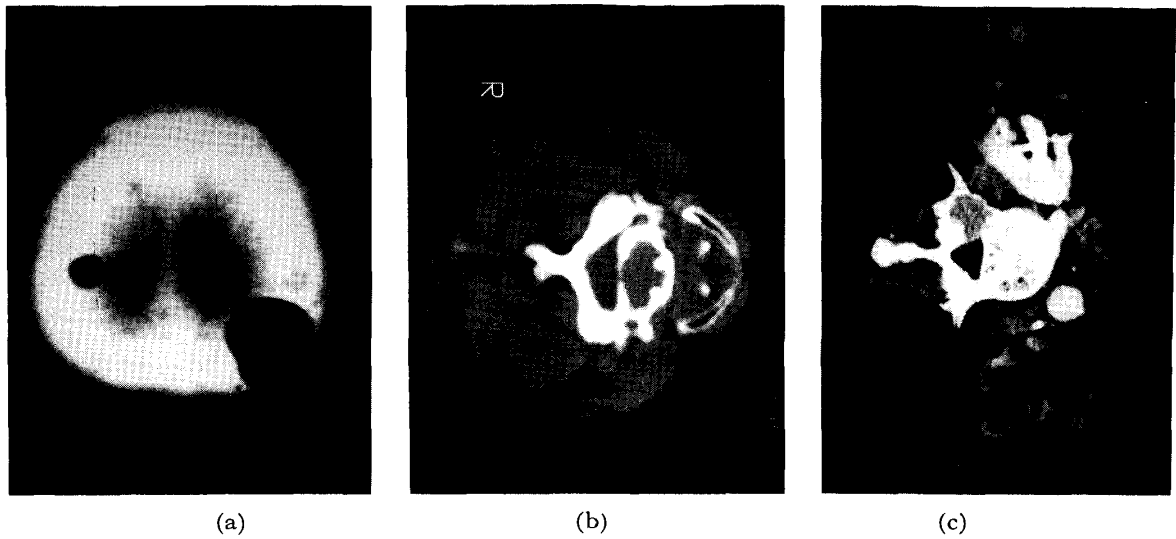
Computed tomogram shows bony destruction of the skull (a), vertebral body of C-5 (b) and right pedicle of L-4 (c).
